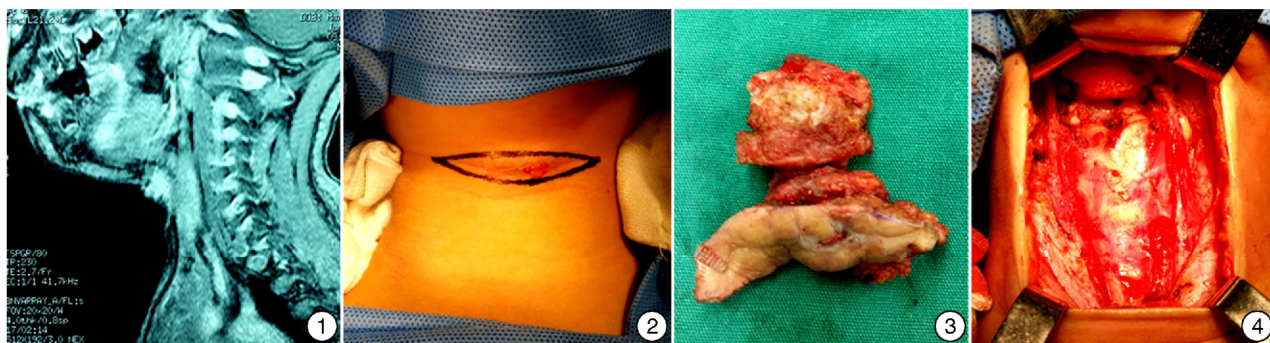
术前 MRI; 图 2 颈部横梭形切口; 图 3 手术切除标本; 图 4 囊痿切除后术腔
